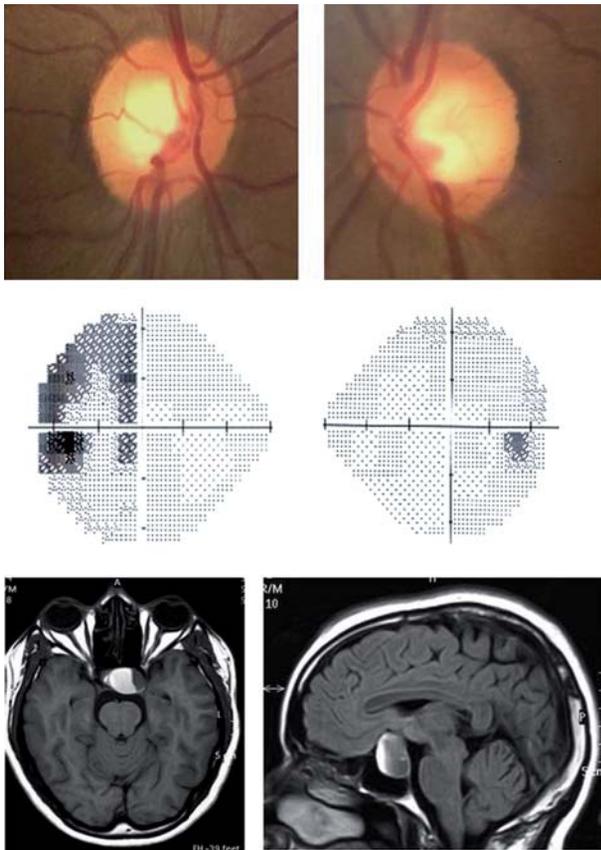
Paciente que refiere pérdida brusca de visión en OS (AV: 0,4). Imagen superior: Asimetría en la excavación, siendo mayor en OS. Imagen central: Defecto temporal OS que respeta el meridiano vertical. Imagen inferior: RM corte axial y sagital. Sangrado en macroadenoma hipofisario con crecimiento asimétrico hacia el lado izquierdo.
